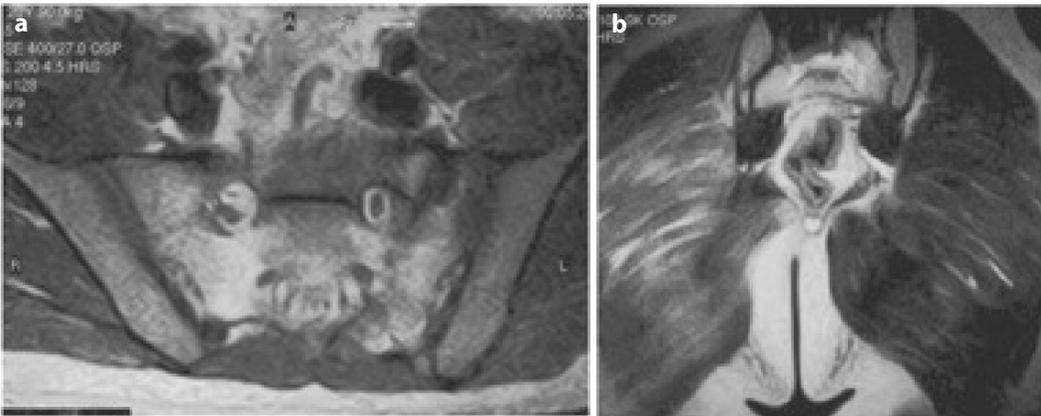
RM della regione sacrale assiale (a) e coronale (b) spin echo T2 pesate – Esiti di frattura dell'emisacro di ds con irregolarità del forame di S2 e della radice spinale corrispondente visibile in assiale. In coronale ipotrofia con edema interfibrillare del muscolo grande gluteo per evoluzione rabdomiolitica
